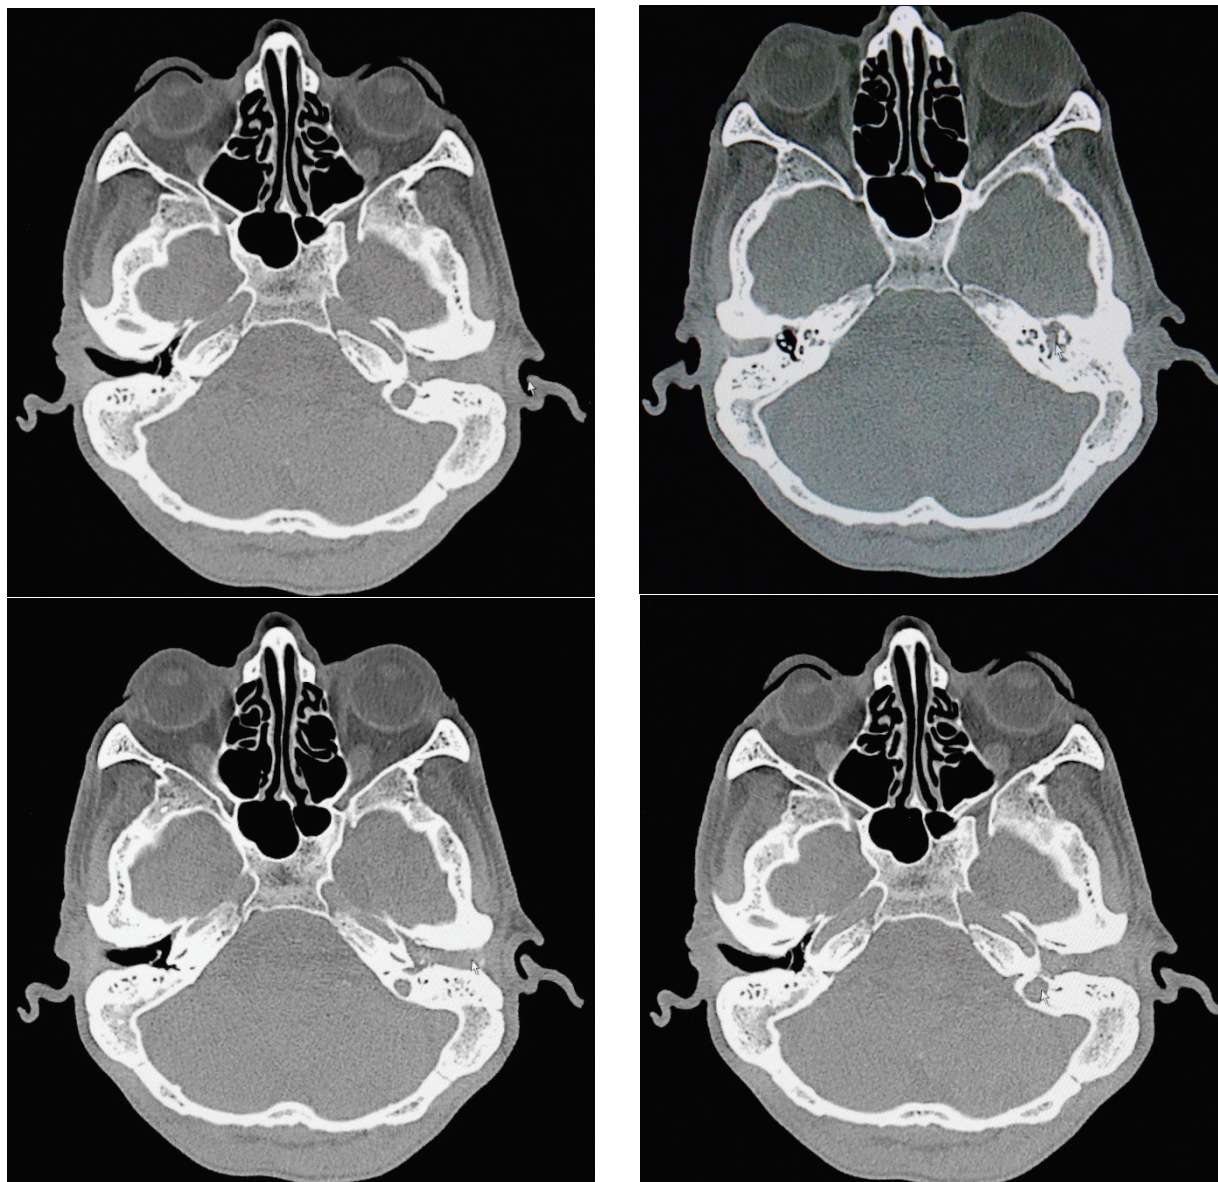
Мультиспиральная томография черепа у больного Ш.
